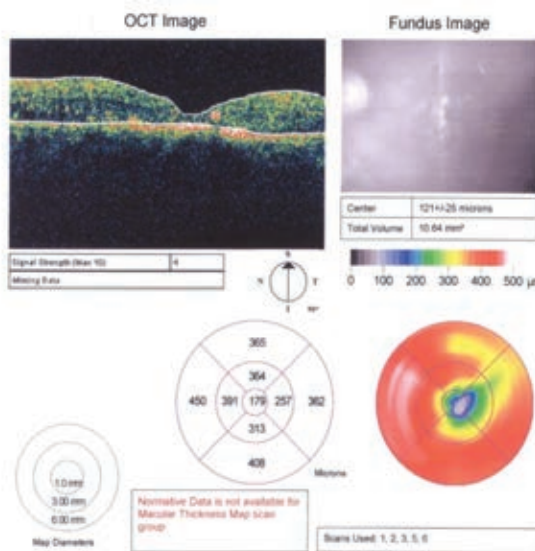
Компьютерная томограмма больной 1952 г.р. с диабетической хронической макулопатией через три месяца после операции
